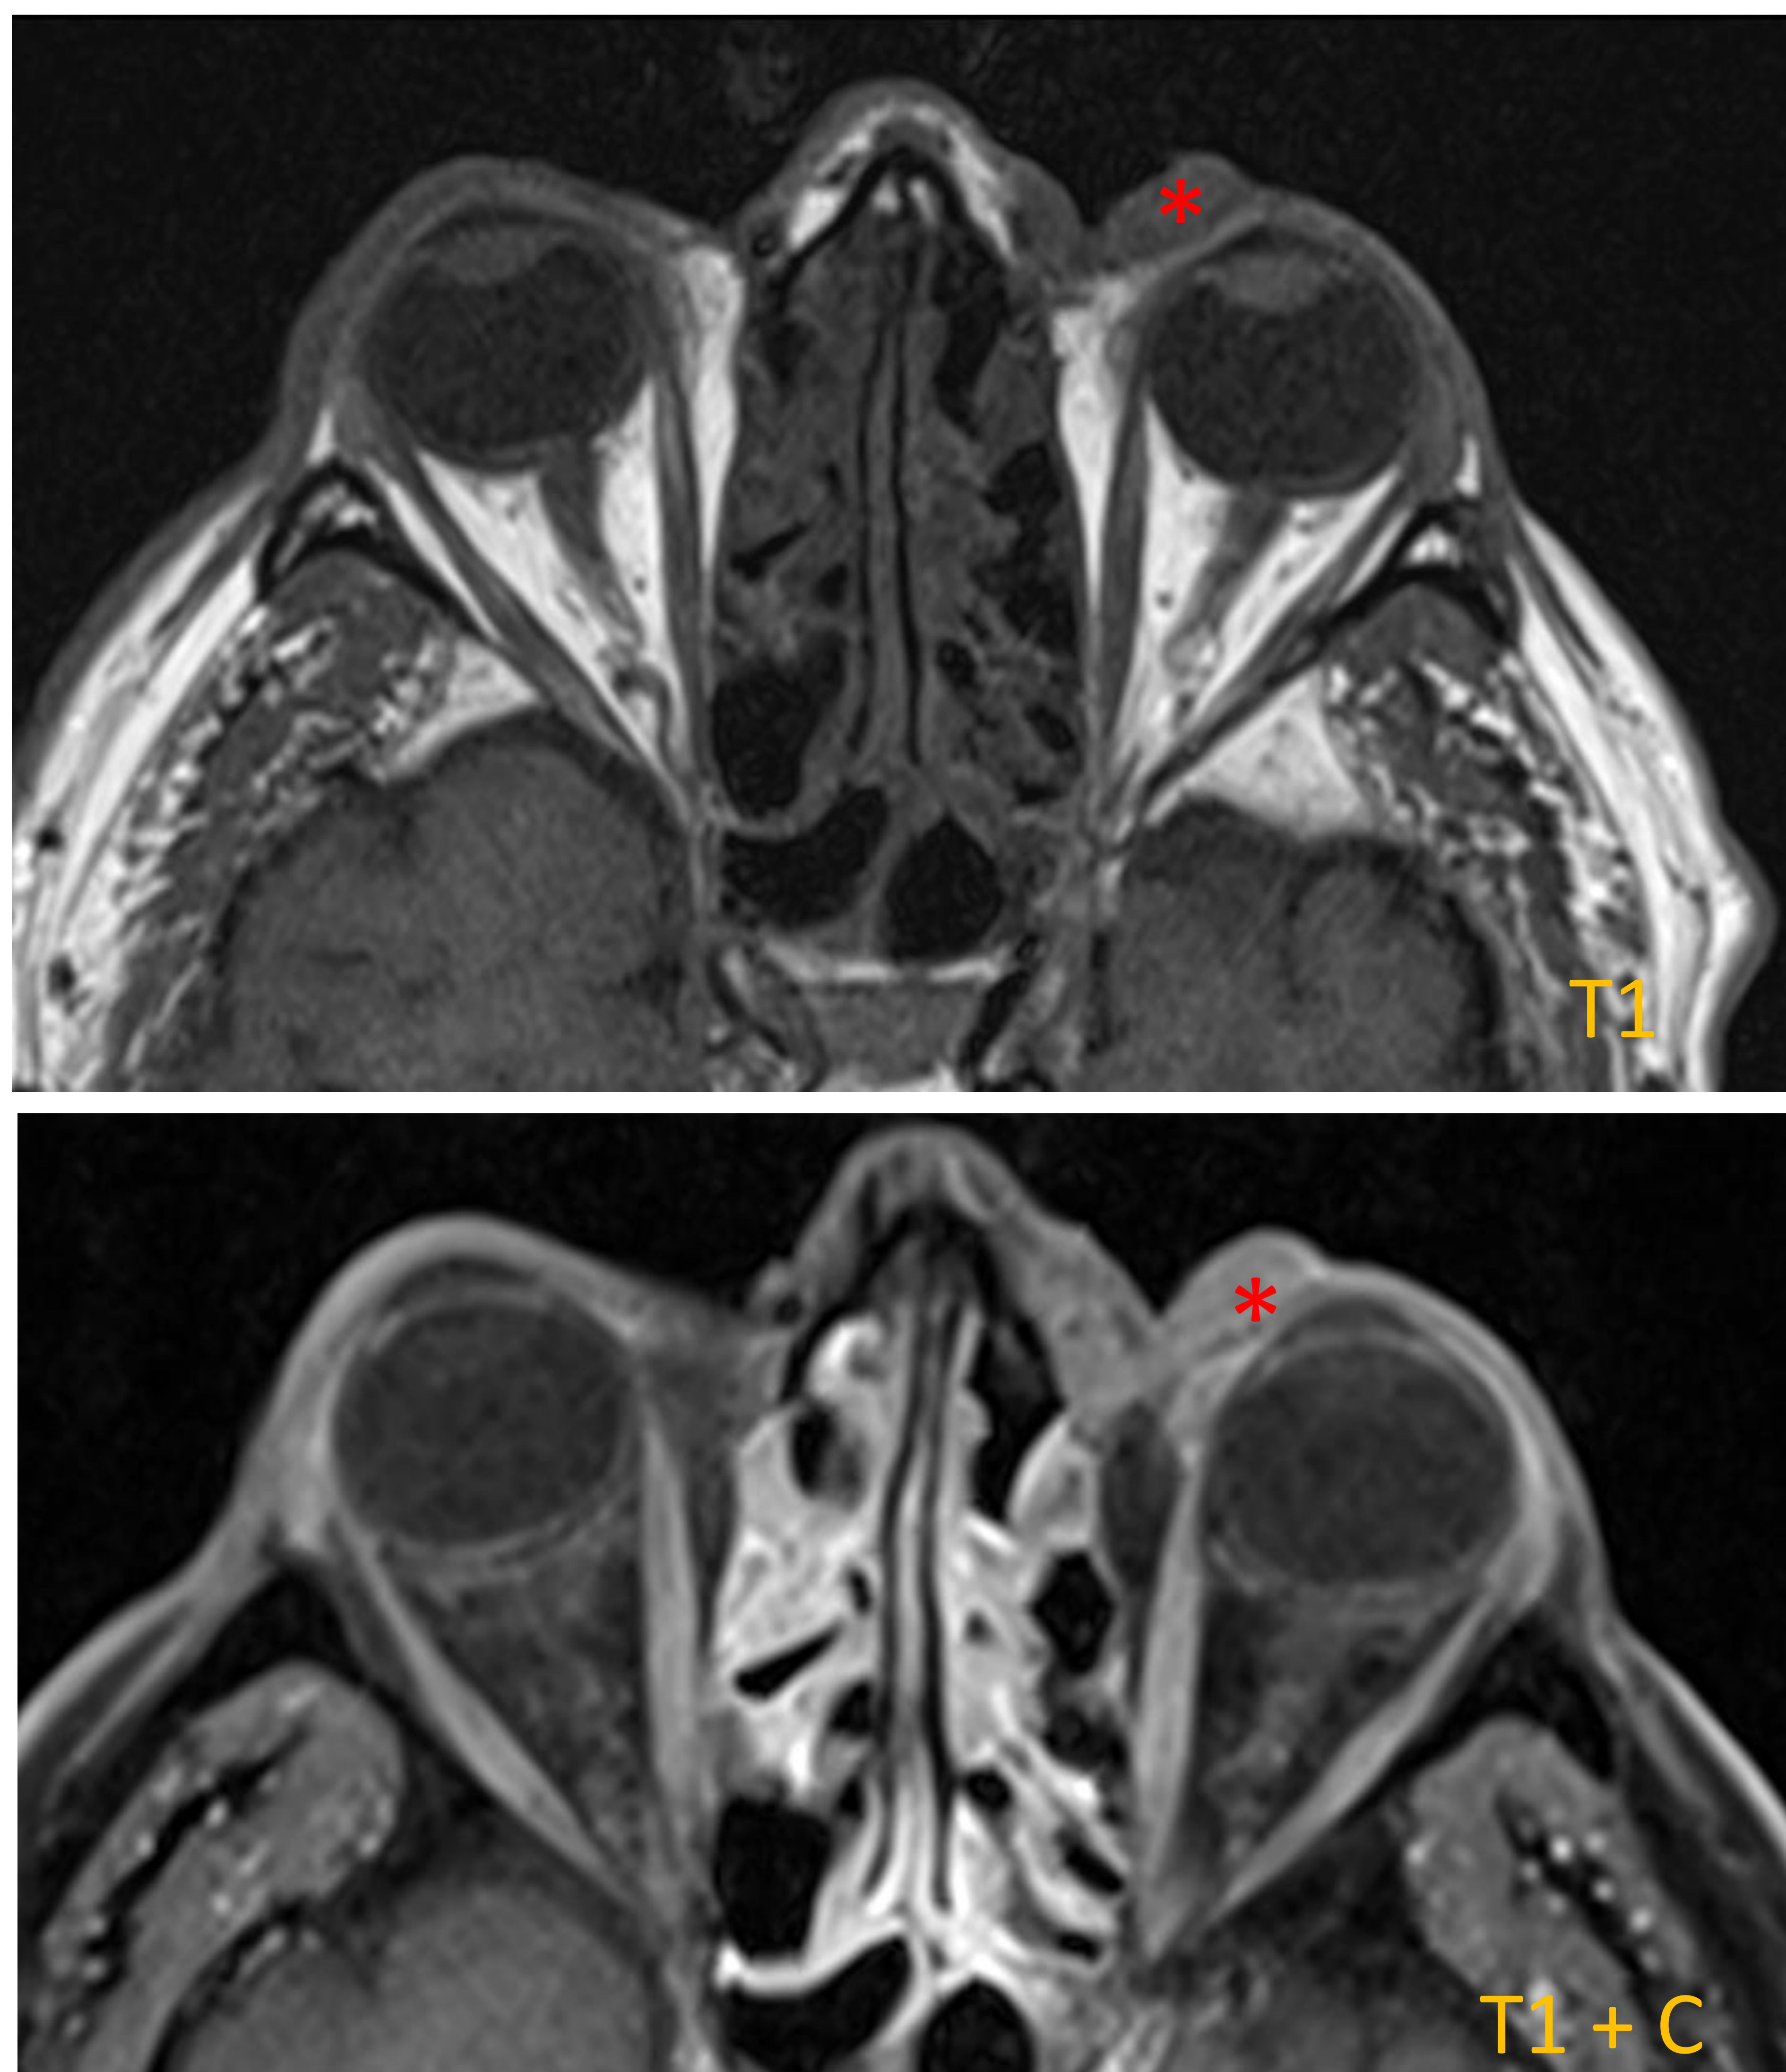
RM orbitaria que muestra un CBC ya conocido donde querían descartar su extensión intraorbitaria. Se visualiza una lesión (*) de partes blandas polilobulada de márgenes parcialmente definidos, isointensa respecto a la musculatura ocular, situada en región interna medial orbitaria izquierda. Afecta al espacio preseptal en contacto con el saco lacrimal, con ligera invasión del espacio extraconal interno en su porción más superior y en contacto con el margen medial del globo ocular izquierdo. Presenta discreto realce en las secuencias con contraste.
